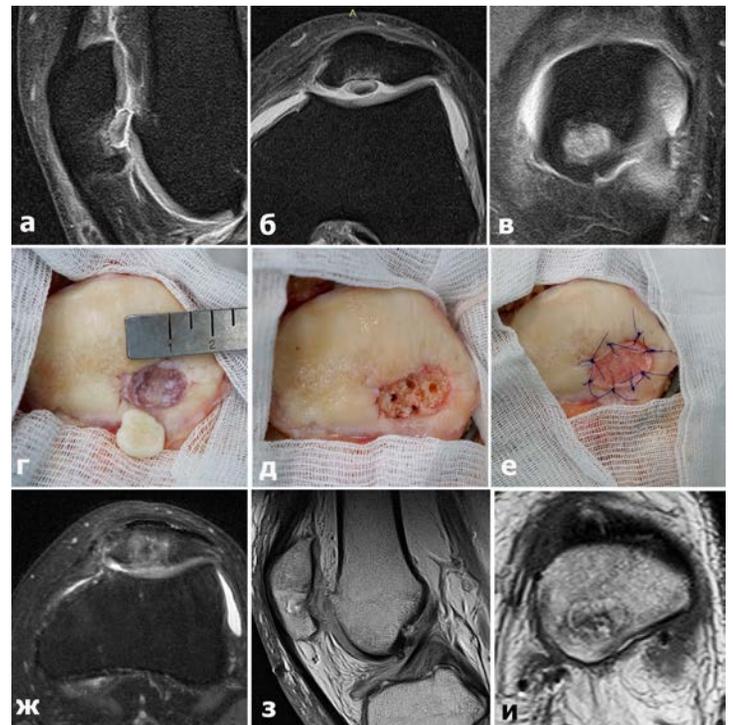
МРТ (а,б,в) картина рассекающего остеохондрита надколенника у больного Ф., г,д,е – основные этапы операции (разъяснения в тексте), ж,з,и – МРТ картина качества регенерации КХД через 4 месяца после операции.
